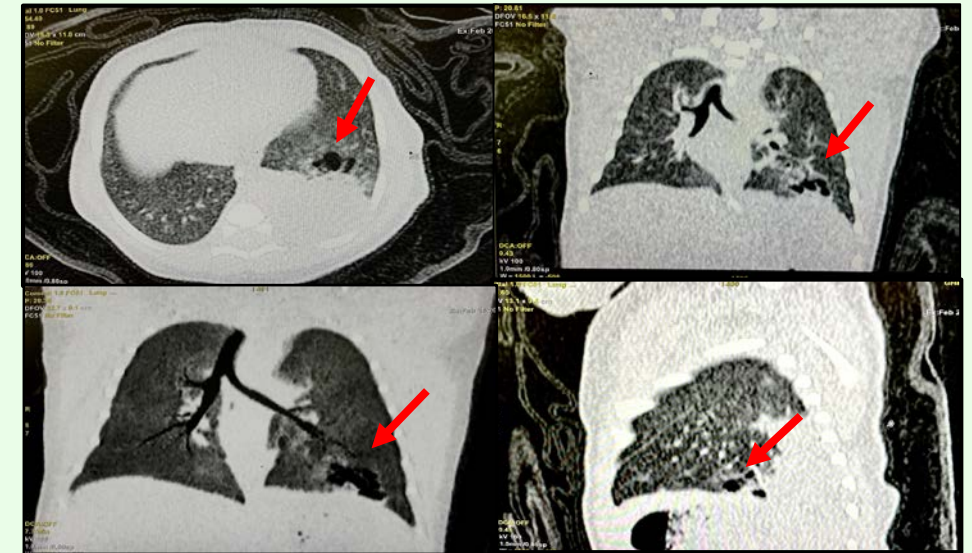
Tomografia computerizată pulmonară efectuată în prima zi de viață
